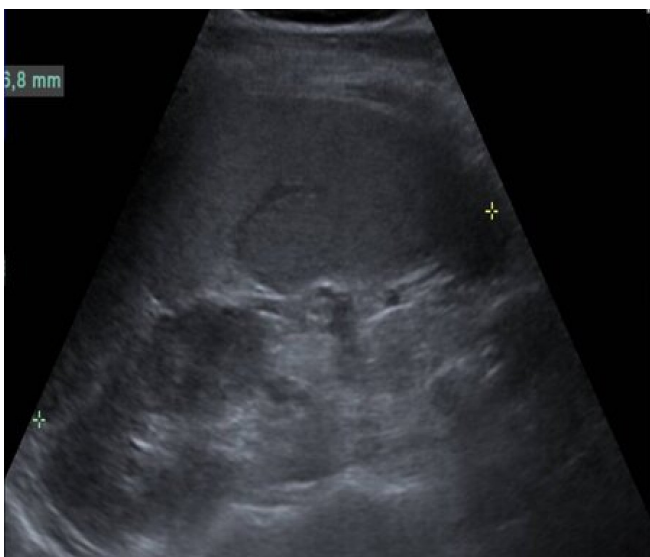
Imagen seleccionada de la ecografía abdominal del paciente donde se objetiva esplenomegalia de casi 17 cm.
